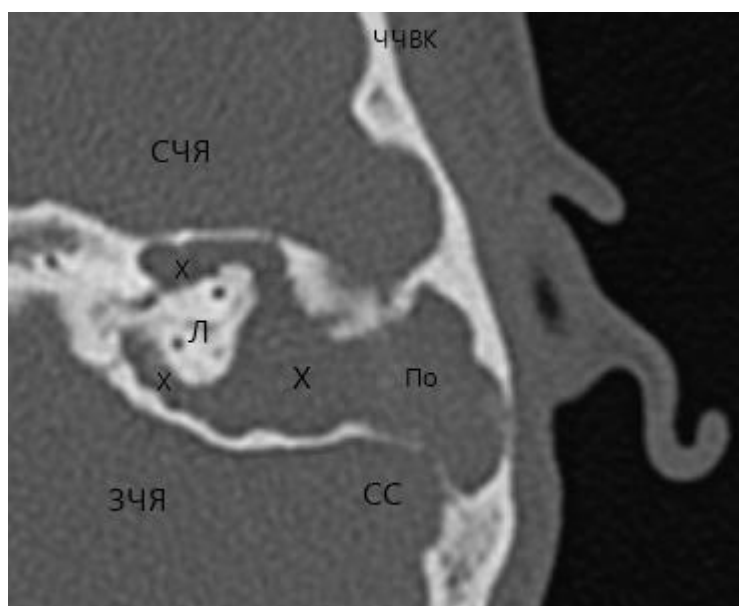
КТ височных костей в аксиальной проекции пациента З., 14 лет, и/б №6157/17. Эпитимпанум, антрум, сосцевидный отросток заполнены холестеатомой. ЧЧВК – чешуйчатая часть височной кости, СЧЯ – средняя черепная ямка, Х – холестеатома, Л – лабиринт, По – послеоперационный дефект, СС – сигмовидный синус, ЗЧЯ – задняя черепная ямка.
